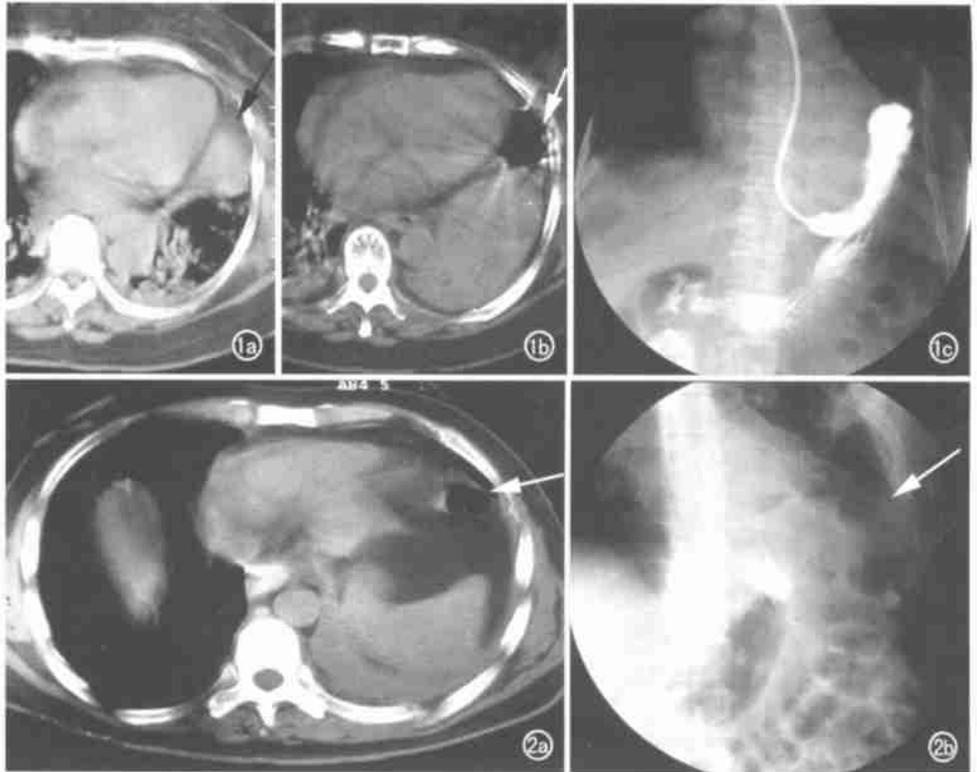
病例 1。a) 伤后 4h CT 示左膈肌较右膈抬高,胸腔少量积液,双下肺挫伤伴左下肺膨胀不全,肺“实变”(箭)(实为充盈胃影); b) 伤后 3d CT 示左肺下叶肺不张伴大量胸腔积液,原充盈胃影积气(箭); c) 碘水造影示左膈明显向上膨隆达第 4 前肋,膈面模糊、不完整,显影的胃底和胃体部分进入胸腔。图 2 病例 2。a) 伤后 26d CT 示左右肋骨骨折伴软组织肿胀,双肺挫伤及胸腔积液,左肺下叶肺不张,脾脏和大网膜位置升高,左胸前份见囊状分隔气腔影(箭); b) 碘水造影示左侧胸壁局限性积液(箭),左膈穹隆明显上抬,经胃管注入碘水,对比剂进入胃和小肠。
